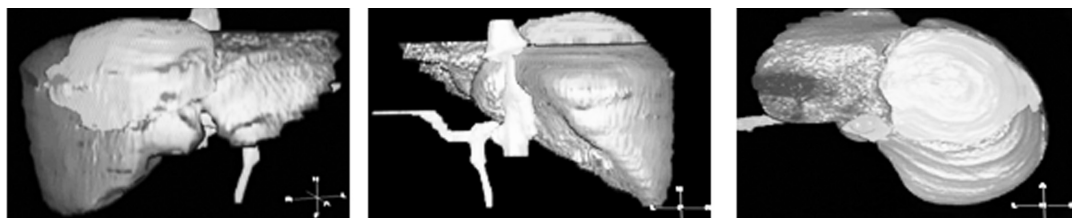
CT hepatică cu reconstrucție 3D.
